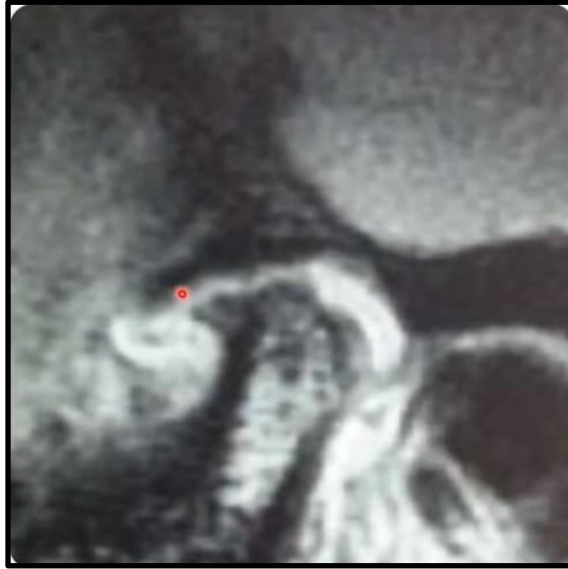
RM com alteração na eminência articular, com perda no contorno em forma de “S”, como mostra no ponto vermelho.
